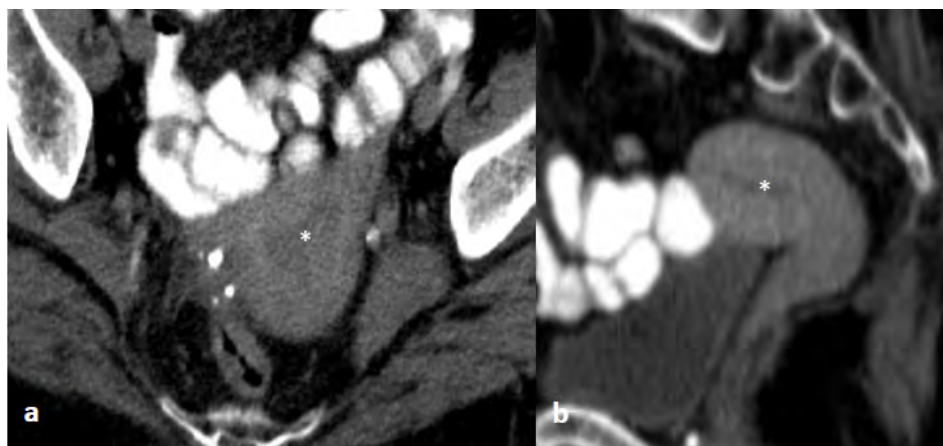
Na TC de seguimento de examinada com 89 anos com antecedentes de Melanoma Cutâneo Maligno, identifica-se no plano axial (a) e na reconstrução no plano sagital (b) em tempo venoso portal (aos 70 segundos) um padrão de captação tipo 3, com captação ligeira, difusa e homogênea de contraste pelo miométrio, limitando a cavidade endometrial (asterisco).
